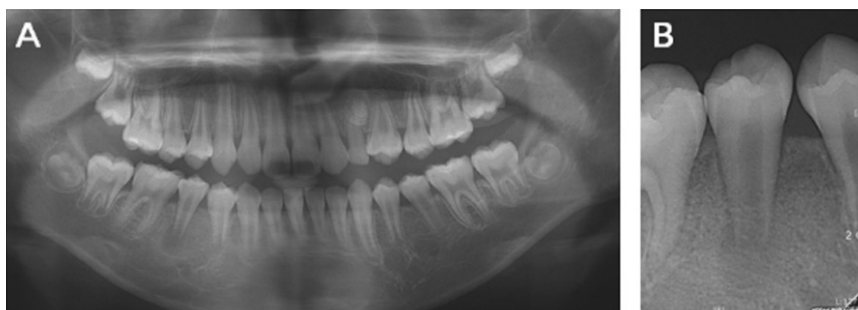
Initial radiograph of case 1. (A) Panoramic view, (B) Periapical view. In initial radiograph, an open apex and periapical radiolucency of right mandibular second premolar were observed.
